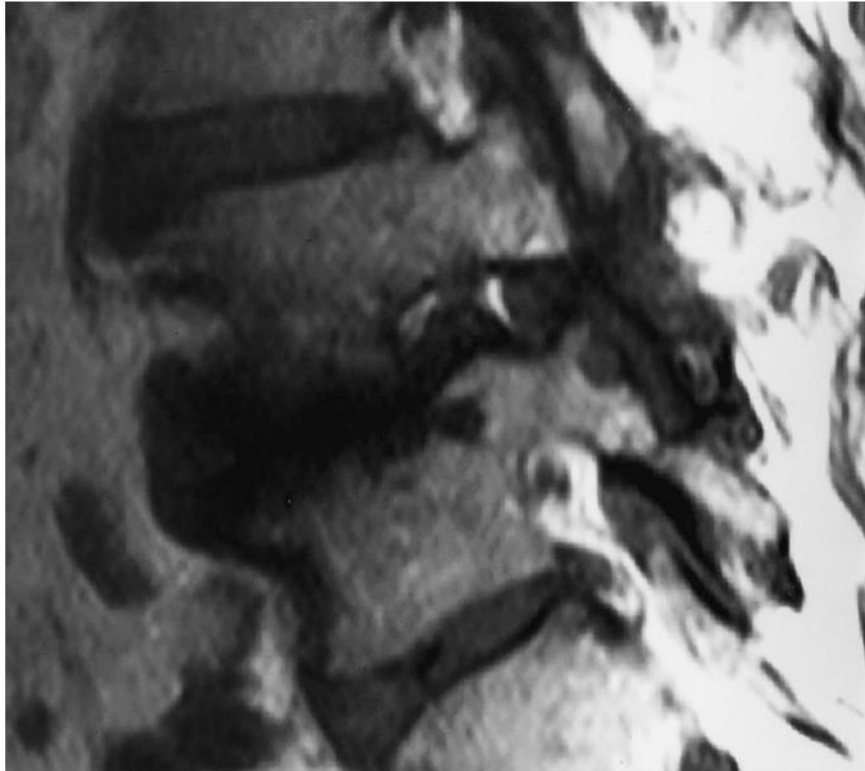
IRM parasagittal T1
